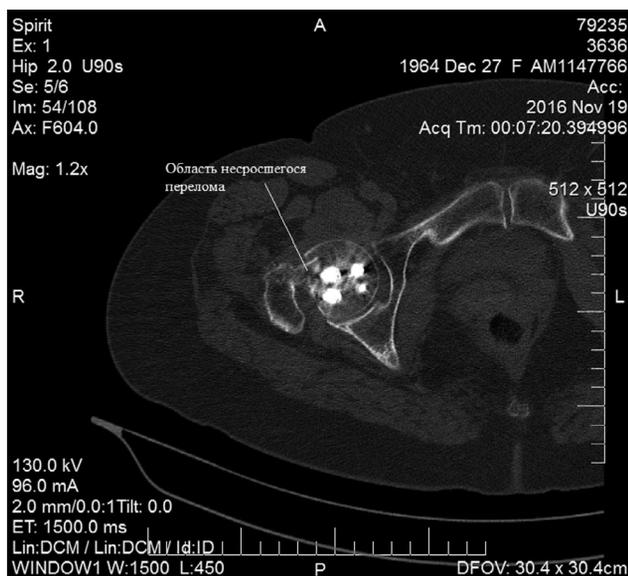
КТ-картина несращения перелома шейки бедренной кости у пациентки через 12 месяцев с момента операции.
